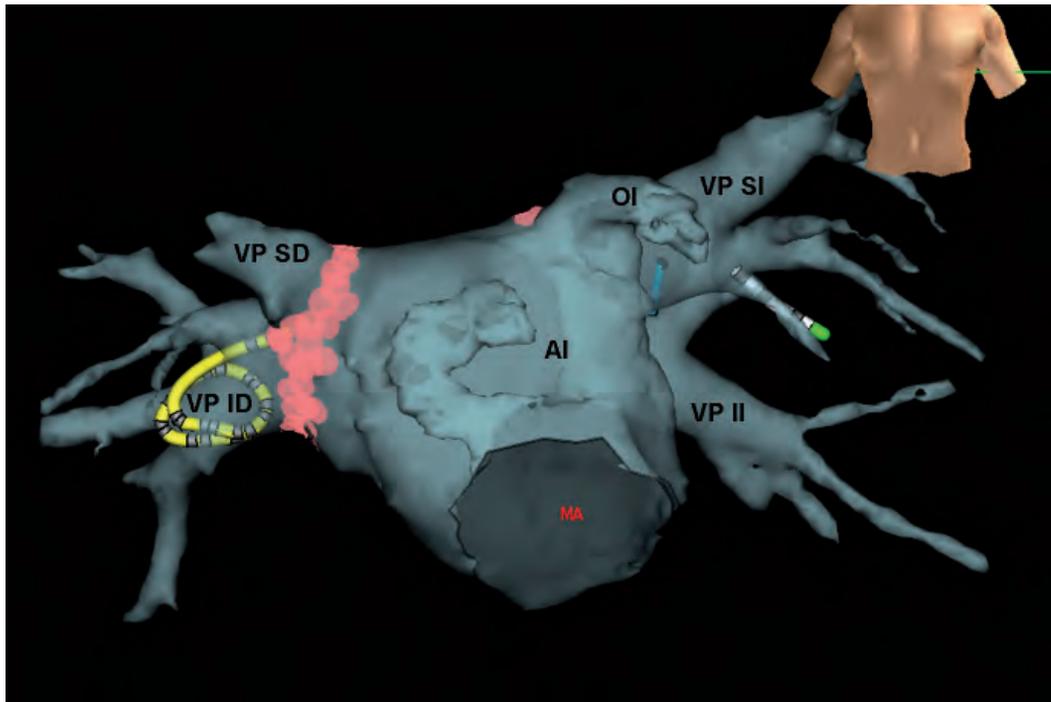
Reconstrucción anatómica (vista anteroposterior) de la aurícula izquierda (AI) y de las venas pulmonares (VP) obtenida con un navegador no fluoroscópico de electrofisiología (Ensite NavX, St Jude Medical) y fusionada con la obtenida mediante una tomografía computarizada multicorte de 64 detectores en un paciente con FA sometido a ablación mediante desconexión eléctrica de venas pulmonares. Se muestra la porción distal del catéter de ablación (blanco) y de un catéter de cartografía en anillo (amarillo), así como los puntos de liberación de radiofrecuencia (rosa) en el ostium de las venas pulmonares superior derecha (VP SD), inferior derecha (VP ID) y superior izquierda (VP SI).
